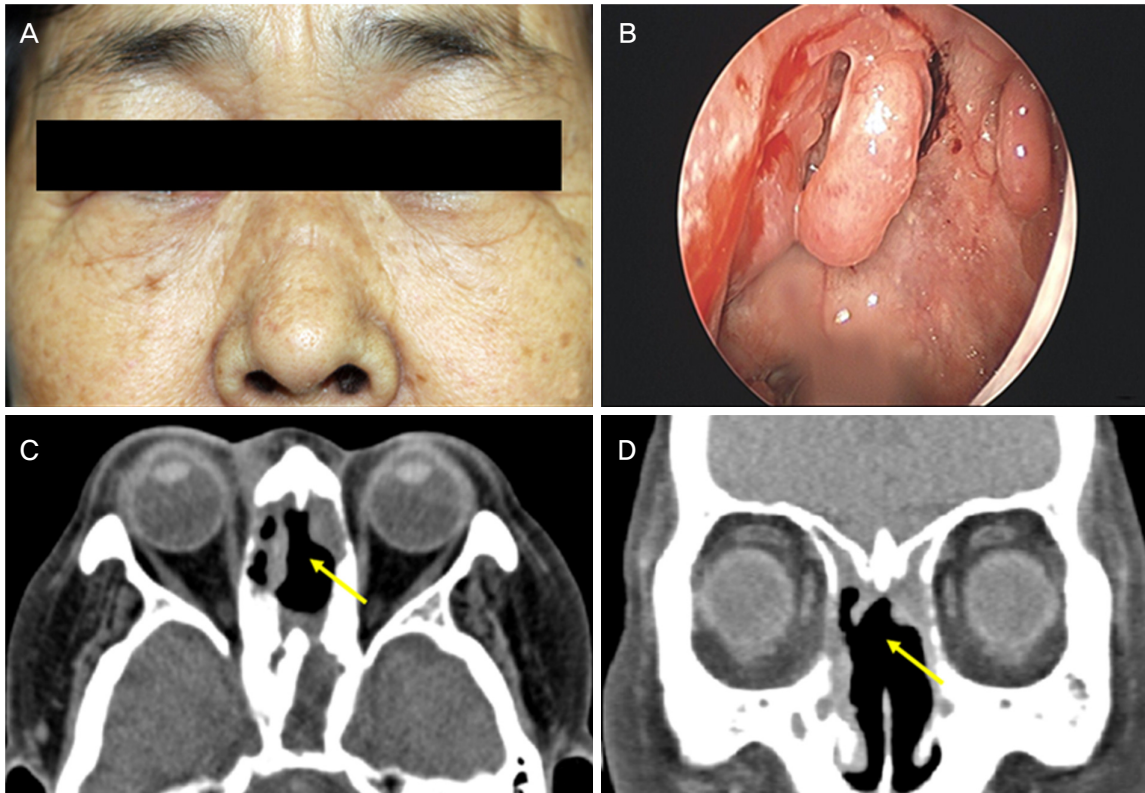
Case 7. This 68-year-old woman presented with epiphora. She had a history of sinusitis and periorbital inflammation. (A) A photograph showing the collapse of the nasal bridge, also known as the 'saddle nose'. (B) An endoscopic view of the right nasal cavity shows friable mucosa and easy bleeding. (C, D) The coronal and axial views of contrast computed tomography show chronic inflammatory changes in form of the destruction of the nasal septum and ethmoid sinus (yellow arrow).
